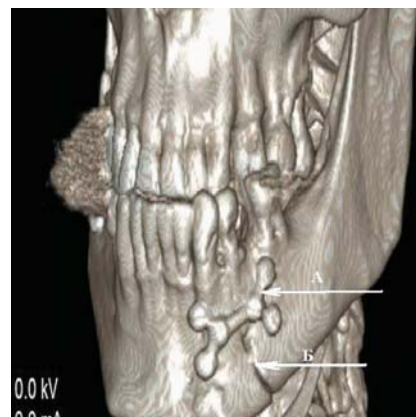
Двусторонний перелом нижней челюсти: в области угла справа, подбородка слева. Контрольная КТ костей лицевого скелета. Отломки в области подбородка фиксированы X-образной индивидуальной пластиной
